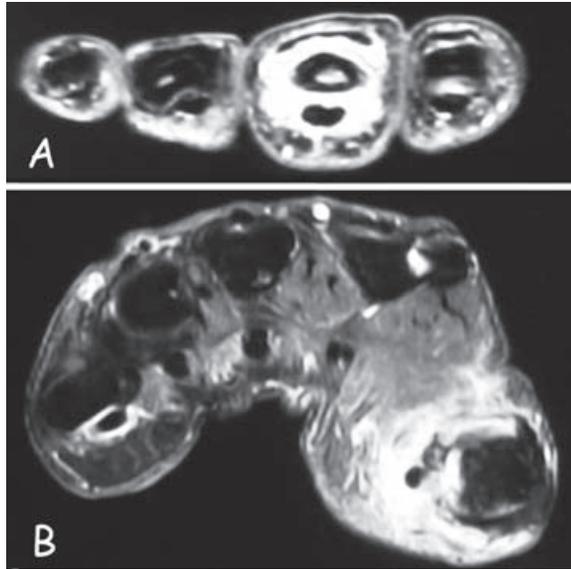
Aspect IRM de “pseudoténosynovites”, coupes axiales en pondération T1Fat sat après injection de gadolinium.
